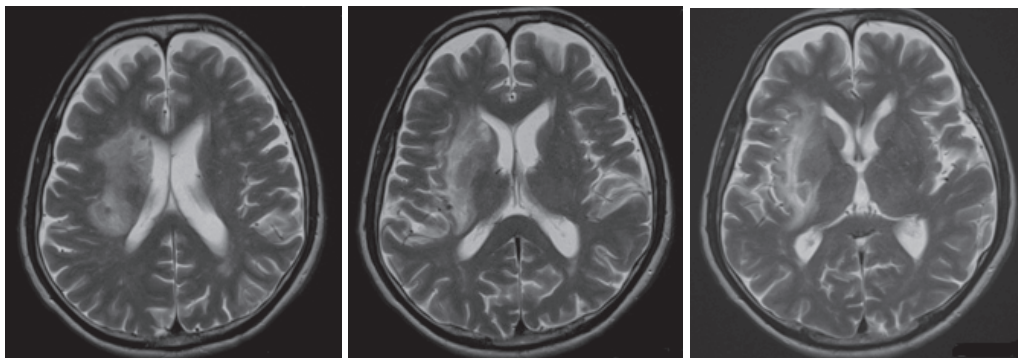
発症9日後の頭部MRI (T2強調画像)
